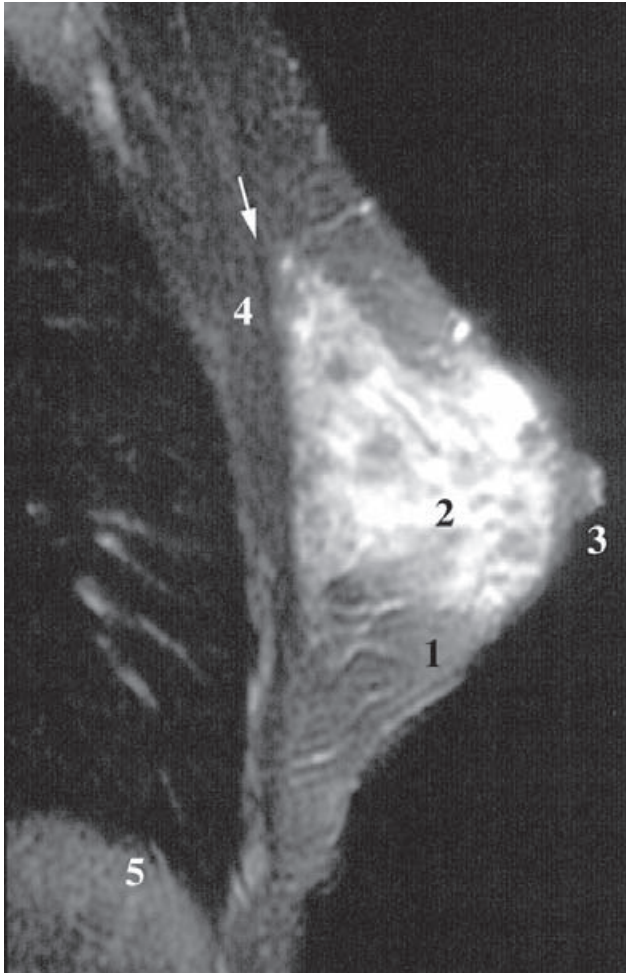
RM sagital de la mama. 1) Grasa mamaria. 2) Glándula mamaria. 3) Pezón. 4) Músculo pectoral mayor. 5) Diafragma. Espacio retromamario (flecha).
